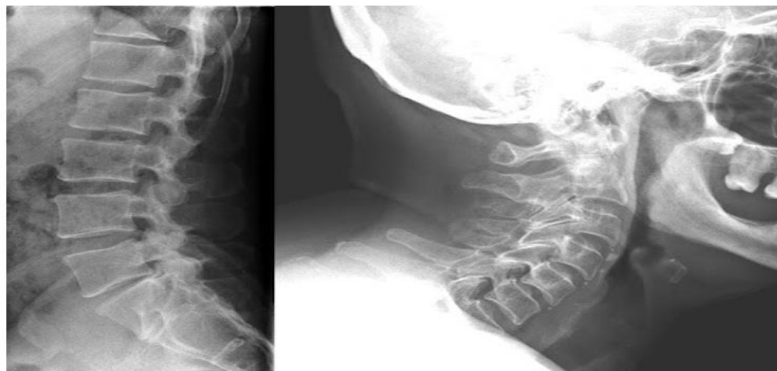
Image radiographique de l'arthrose rachidienne
